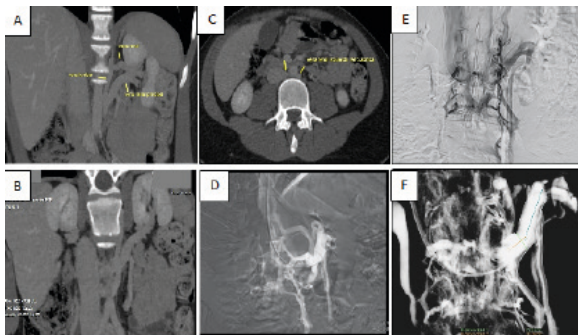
Variante posterior del SNC. Vena renal retroaórtica. Desarrollo de circulación paravertebral y gonadal izquierda vistas tanto por TAC (A, B y C) como por flebografía por cateterismo (D, E y F).
